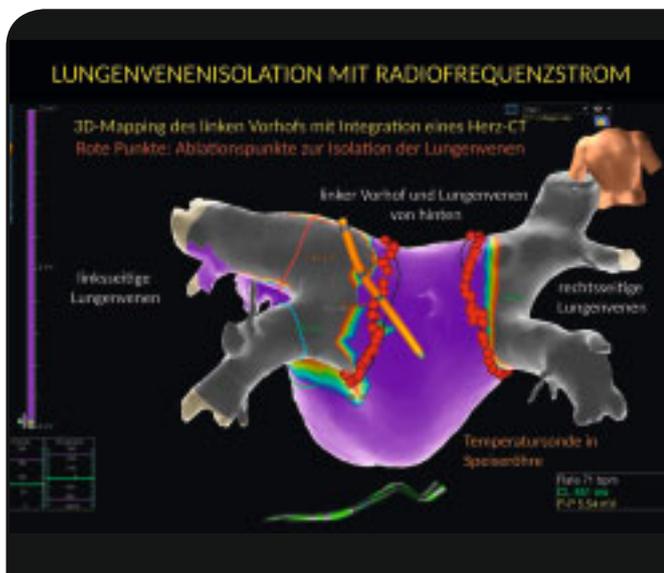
Darstellung der Lungenvenenisolation mit Radiofrequenzablation (Punkt-für-Punkt-Ablation). 3D-Mapping des linken Vorhofs mit Integration eines Herz-CT. Rote Punkte: Ablationspunkte zur Isolation der Lungenvenen.
